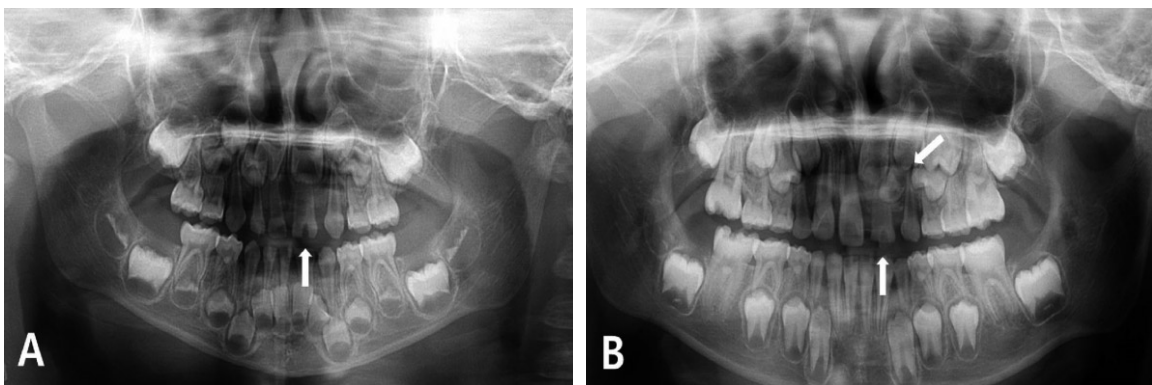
Panoramic radiograph at the primary dentition and mixed dentition of person with primary fused tooth. (A) Reviewing the panorama radiograph of the primary dentition, no evidence of supernumerary tooth formation in the left lateral incisor area could be seen. (B) After 5 years, panorama radiograph taken at the mixed dentition revealed the presence of a root less conical supernumerary tooth located in this region.
